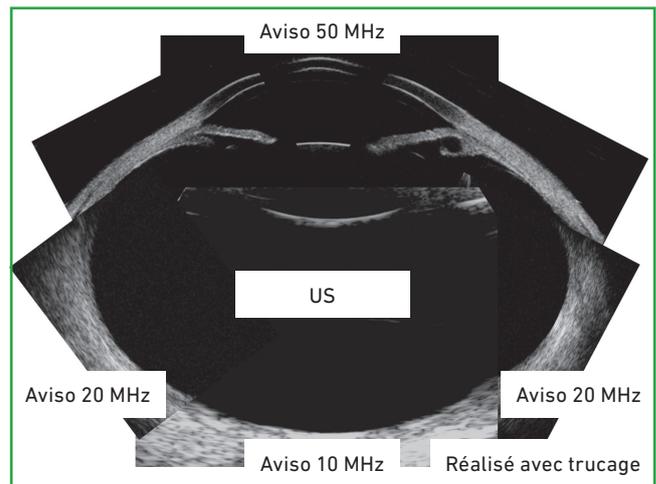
Échographie en mode UBM et mode B du globe oculaire (réalisée avec trucage).
